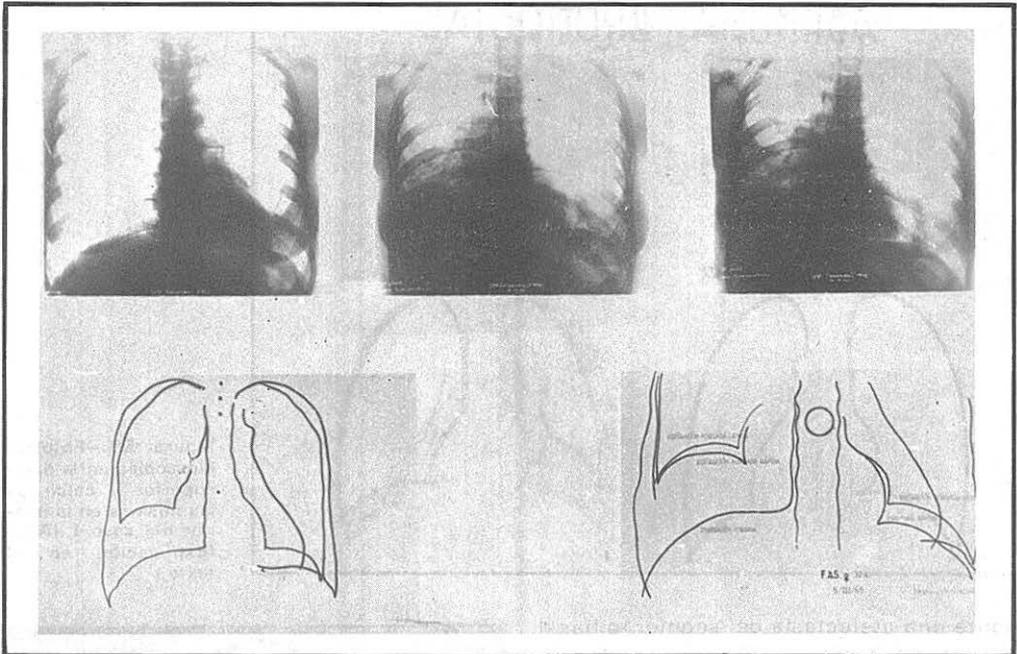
En la parte superior, de izquierda a derecha, radiografías tomadas en inspiración forzada, en espiración forzada lenta y en espiración forzada rápida. Abajo, a la izquierda, calco de las dos primeras y a la derecha calco de la parte inferior de las tres. Corresponde al caso 2. (Véase texto.)
